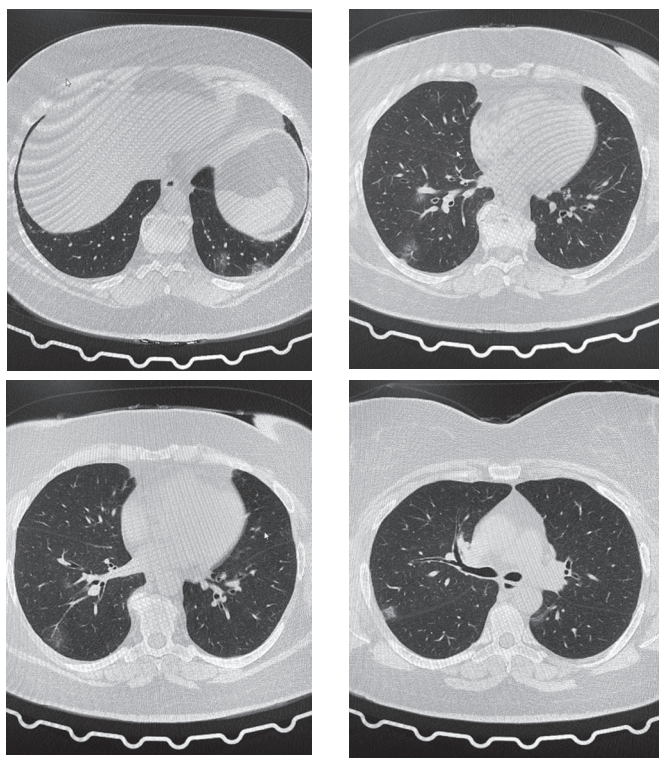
КТ-картина двусторонней полисегментарной пневмонии (CO-RADS 1-2).
